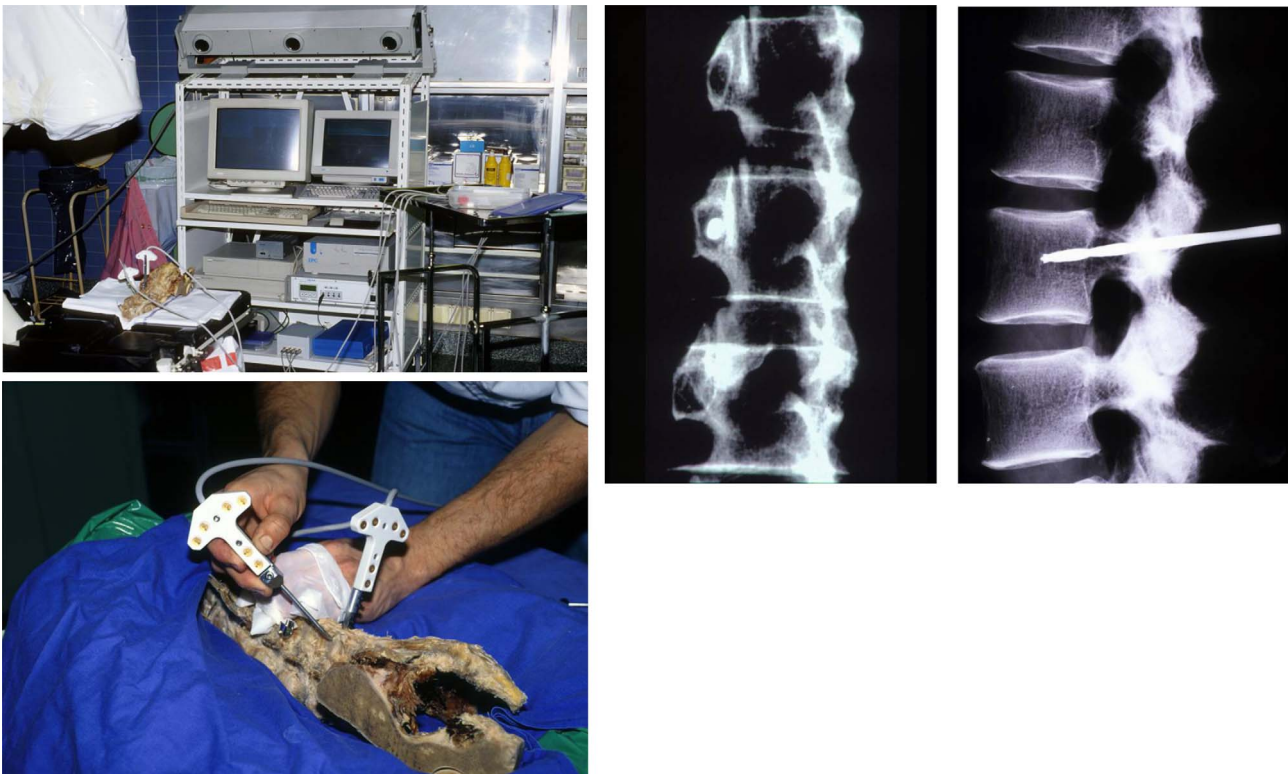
Validation sur spécimen (1994) d'une visée pédiculaire réalisée à l'aide d'un système de navigation à base TDM (document TIMC/Orthopédie).
